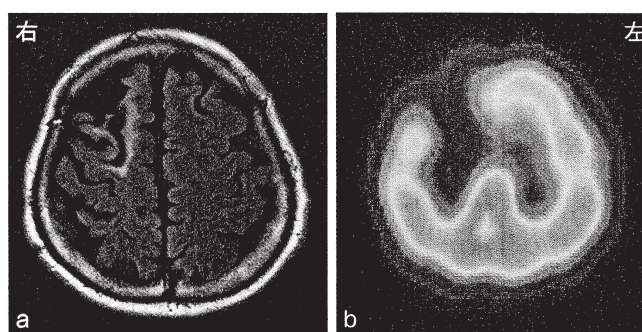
症例BのMRI FLAIR画像(a)とIMP SPECT画像(b)
